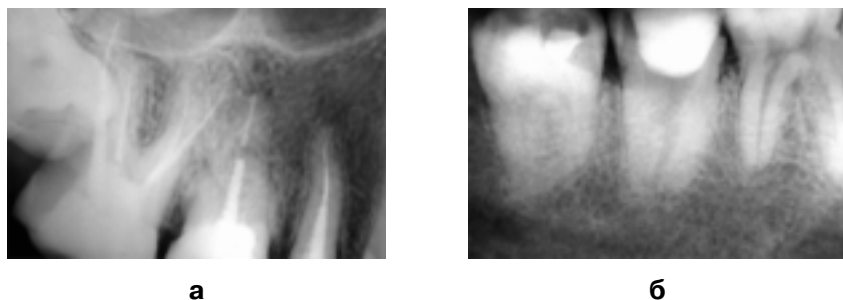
Аномалия корней зубов (рентгенограмма): а — количества корней — 4 корня 17 зуба; б — слияние корней 47 зуба в один конгломерат.
